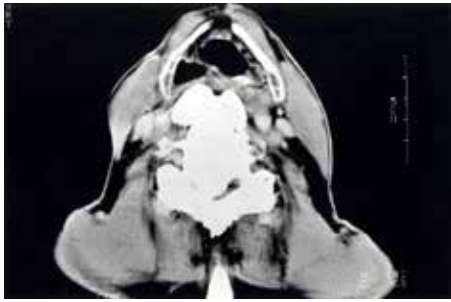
Tomografía axial computerizada. Corte axial. Región infrahioidea cervical. Nivel supraglótico. Osteofito gigante que invade el espacio carotídeo derecho. Osificación del ligamento vertebral común posterior.
